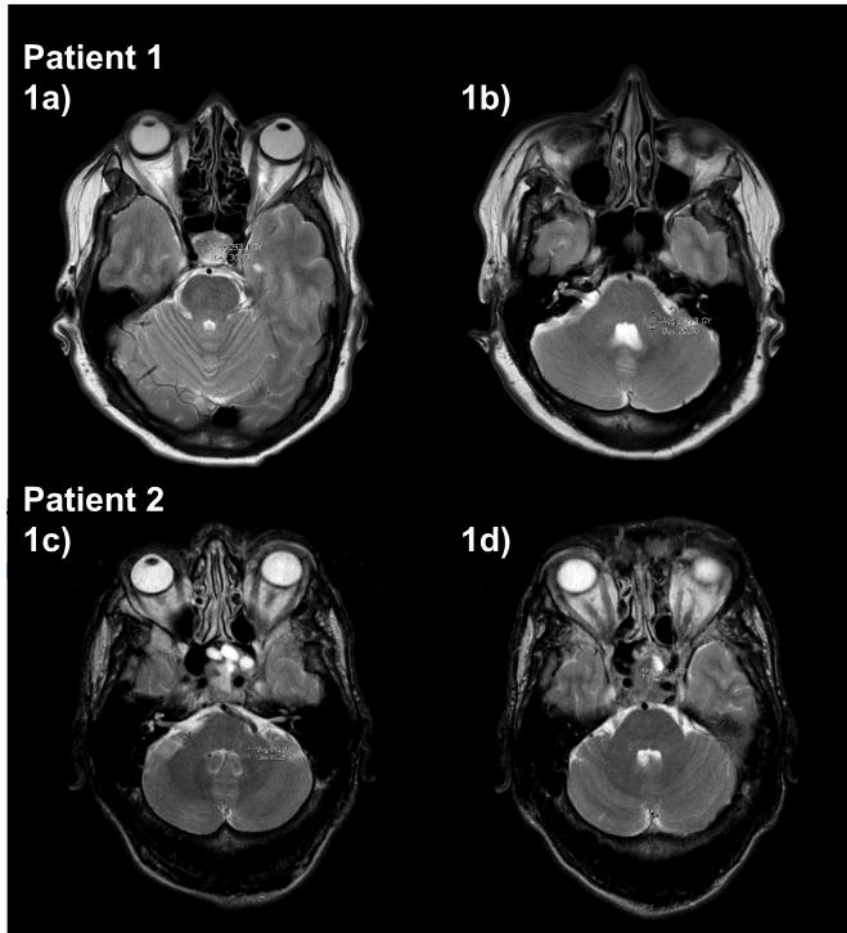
Fig 1a-1b). Patient number 01, the adenoma-cerebellar ratio (ACP). 1a) ROI in the homogeneous macroadenoma MRI T2-weighted sequence. 1b) ROI in the middle peduncle on MRI T2-weighted sequence. Fig 1c-1d). Patient number 02, the adenoma-cerebellar ratio (ACP). 1c) An example of ROI in the heterogeneous macroadenoma MRI T2-weighted sequence and 1d) ROI in the middle peduncle on MRI T2-weighted.
